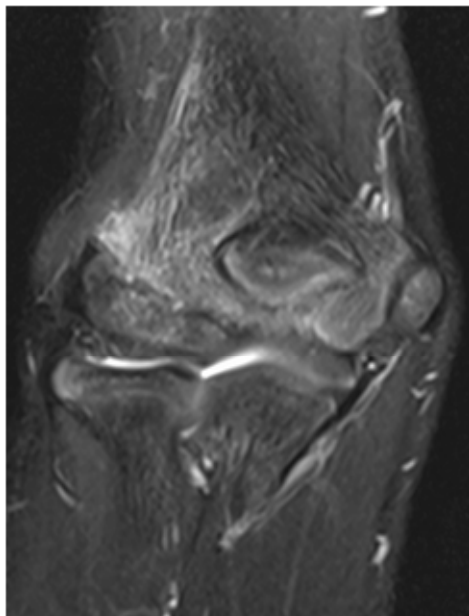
当院初診時単純MRI T2 強調脂肪抑制像
